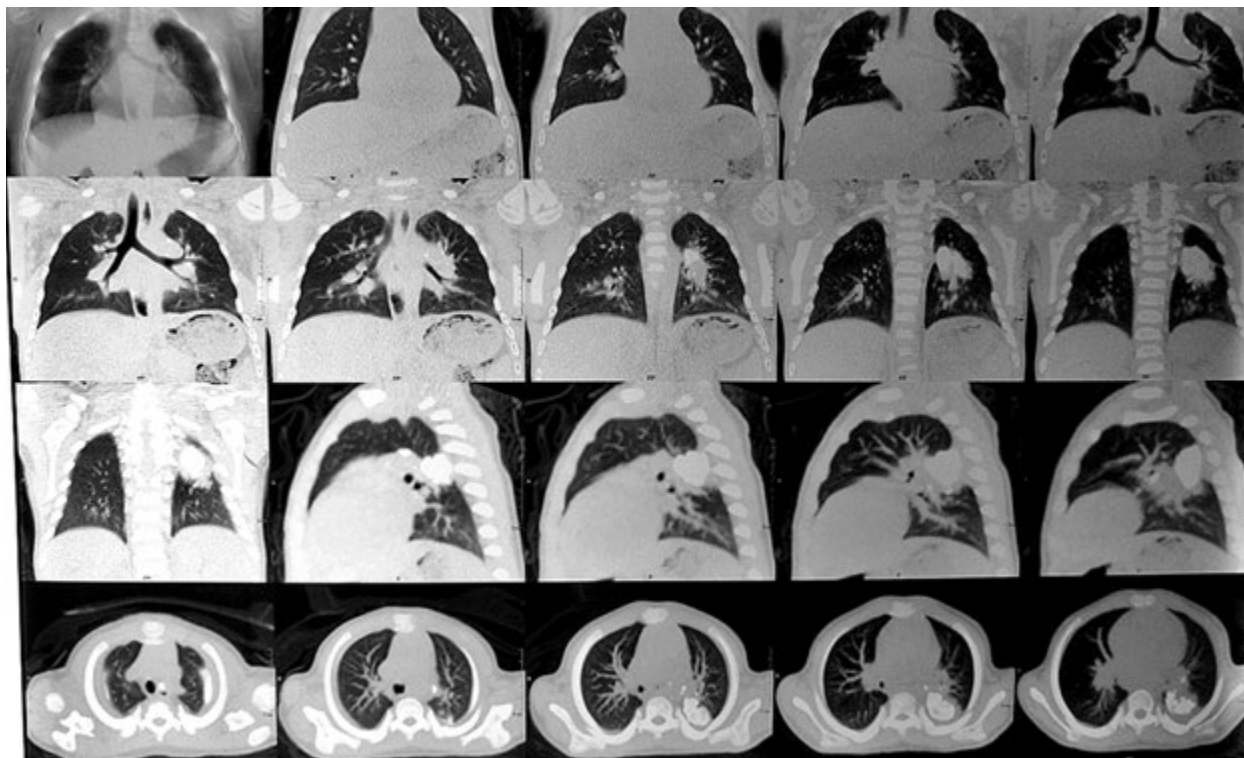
КТ ОГК до операції (туберкулома в S6 лівої легені)
